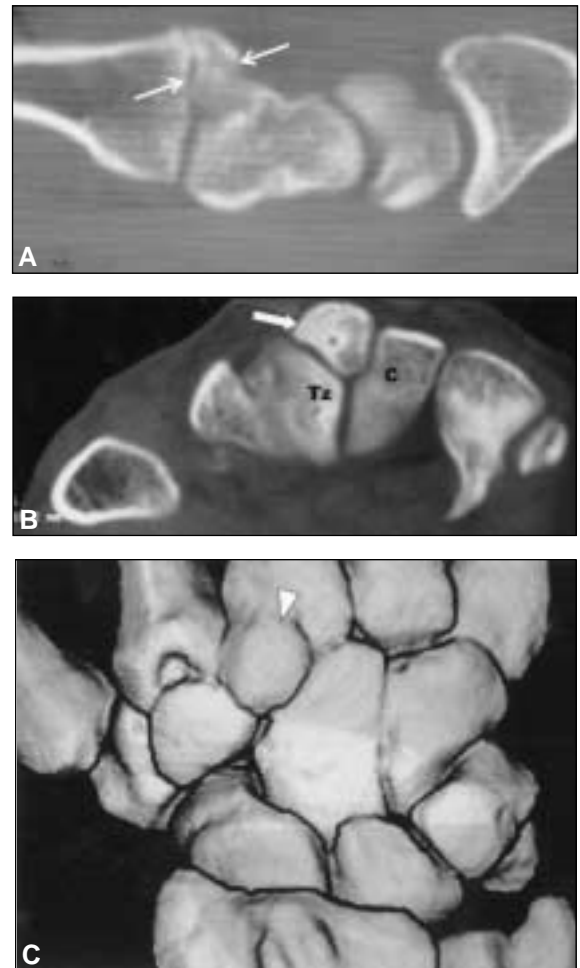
Imágenes de tomografía computarizada en un paciente de 26 años luego de un traumatismo en flexión de la muñeca izquierda. A. En el plano sagital se observa un fragmento óseo adyacente a la base del tercer metacarpiano. B. En el plano axial se observa un hueso accesorio, *os styloideum*, (flecha) entre el hueso grande (c) y el trapezoide (Tz), que descarta una fractura de la base del tercer metacarpiano. C. En la reconstrucción tridimensional se advierte la fusión parcial del osículo a la base del tercer metacarpiano (punta de flecha).
